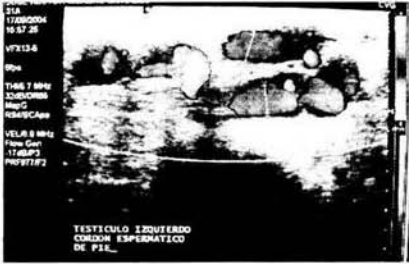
Imagen del plexo pampiniforme con Doppler-Color y maniobra de Valsalva.
